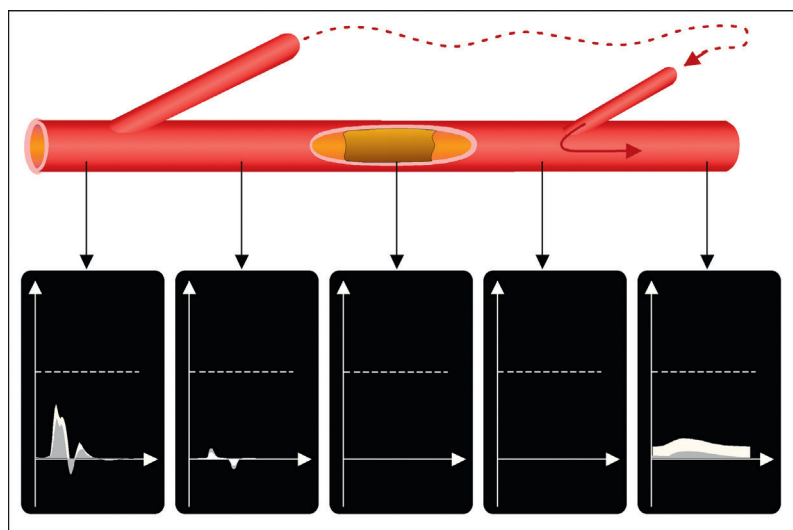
Tableau d'occlusion artérielle totale avec circulation collatérale médiocre. Absence de signal Doppler au niveau de l'obstacle. En aval, réapparition d'un signal de vitesse lente et de modulation très amortie après l'arrivée des collatérales. En amont, augmentation de l'indice de résistance et de pulsatilité de façon d'autant plus marquée que l'enregistrement est réalisé à proximité de l'obstacle.
